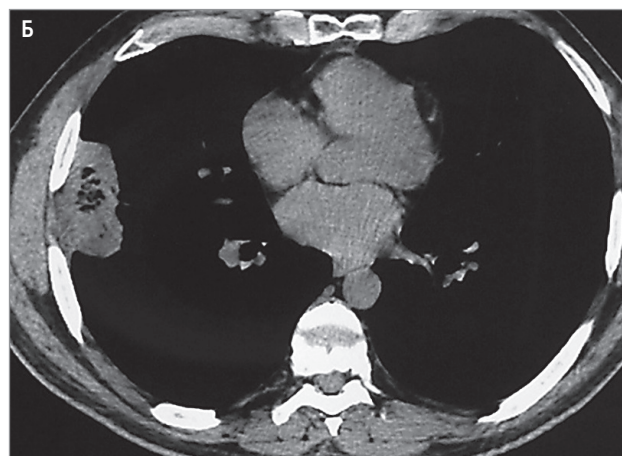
Эпителиоидная гемангиоэндотелиома плевры у пациента 45 лет: А — рентгенография; Б, В — компьютерная томография
